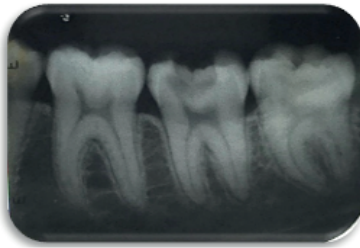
Radiografia inicial elemento 37
